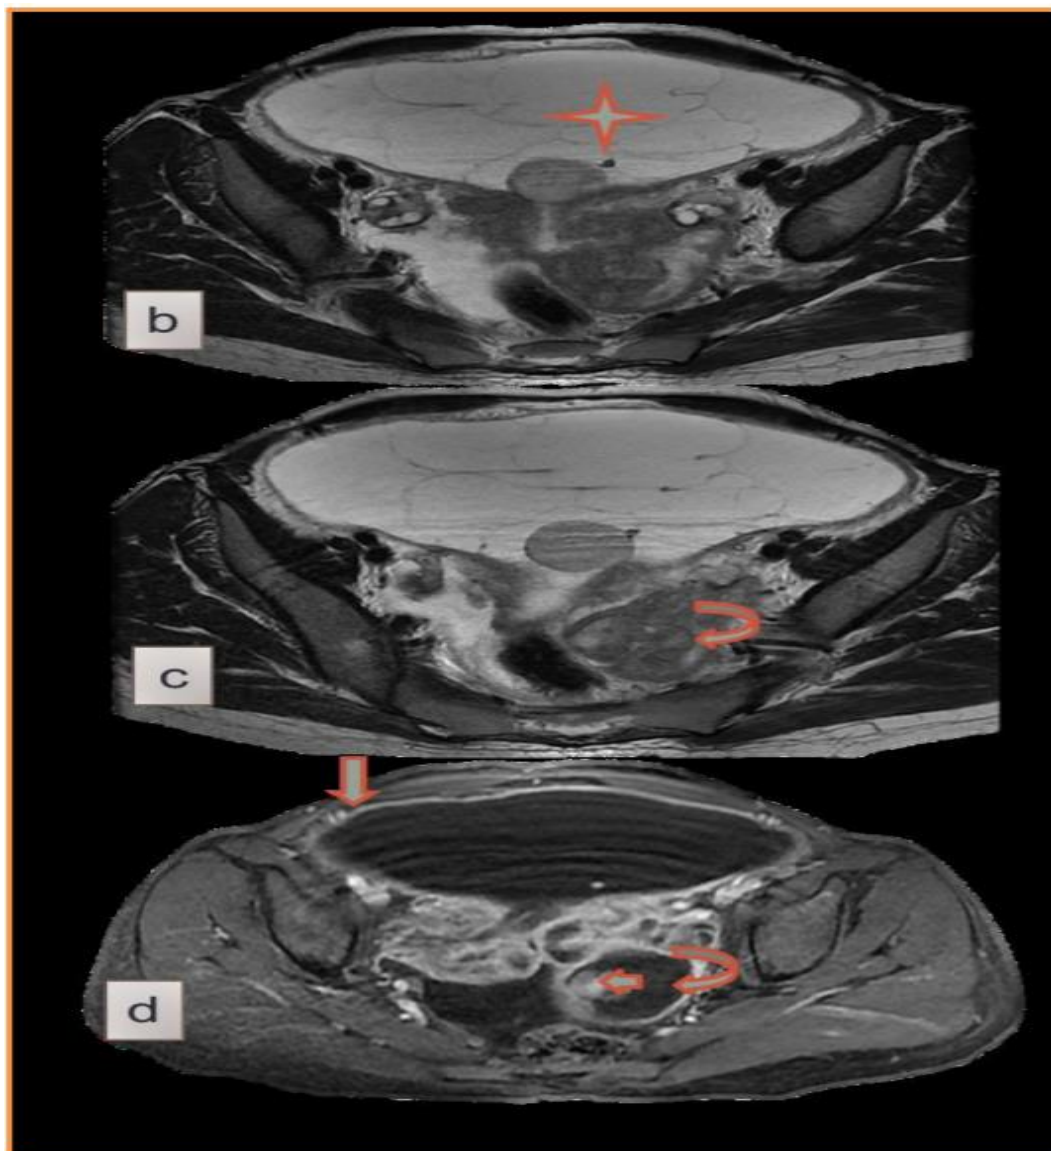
IRM pelvienne ; b, c : coupes axiales T2 ; d : coupe axiale T1 Gado+ : ascite de grande abondance multi cloisonnée (b) avec épaissement et rehaussement péritonéale(d), deux lésions latéro-utérines, de forme globalement oblongue avec une paroi épaissie et rehaussée après injection de PC (a, c) et un contenu liquidien, composante charnue rehaussée après contraste (d) (135)
